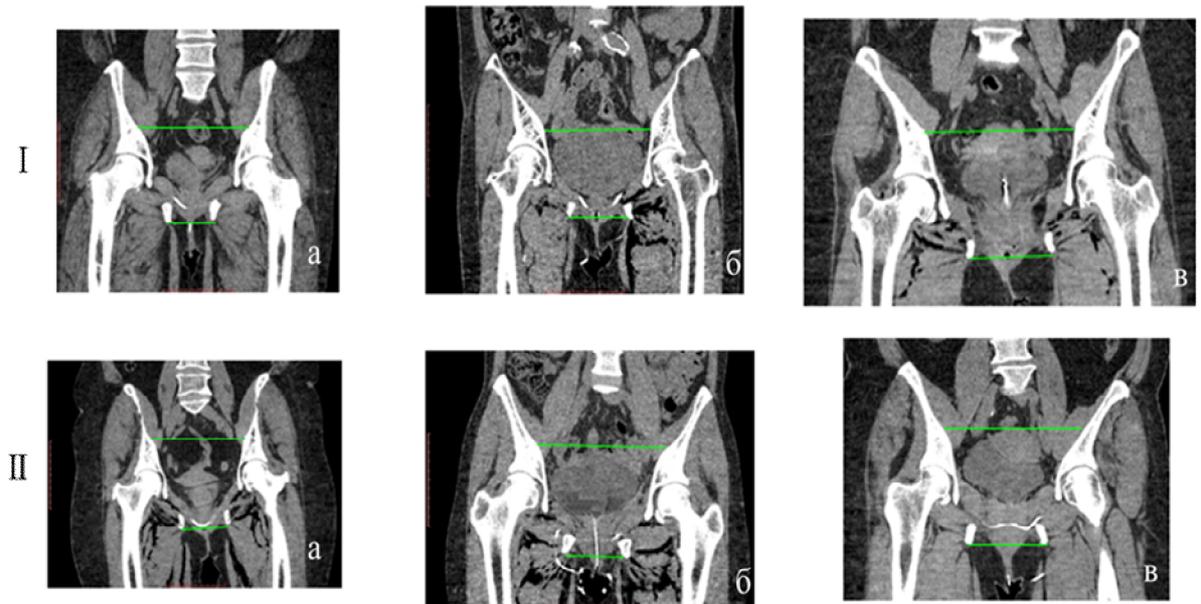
Формы полости малого таза по поперечно-поперечному индексу: а – суживающаяся книзу; б – цилиндрическая; в – расширяющаяся книзу. МСКТ таза женщин контрольной (I) и основной (II) групп.
